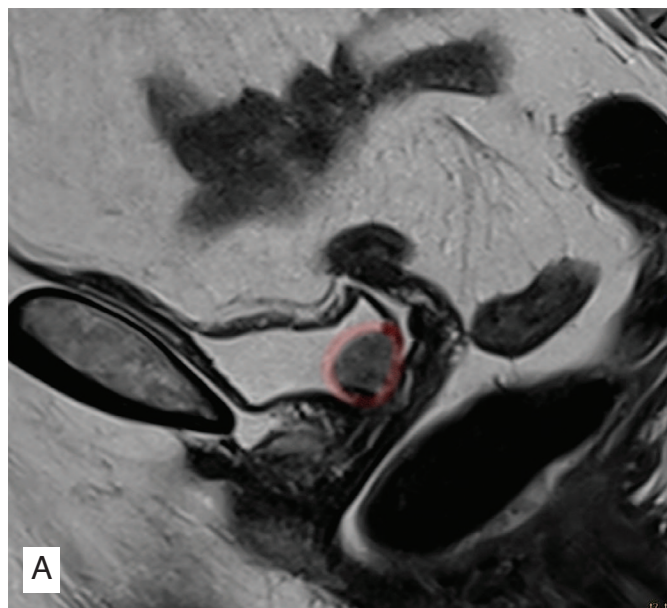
Больная С. МРТ мочевого пузыря. Красным маркером выделено образование мочевого пузыря:
